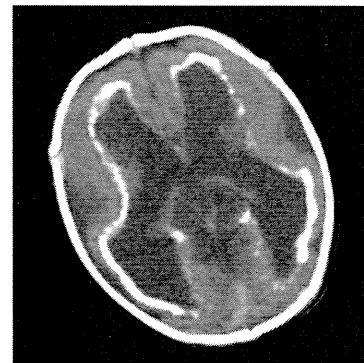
症例1の生後2日のCT像。脳室周囲の重度石灰化および脳室の拡大を認める
